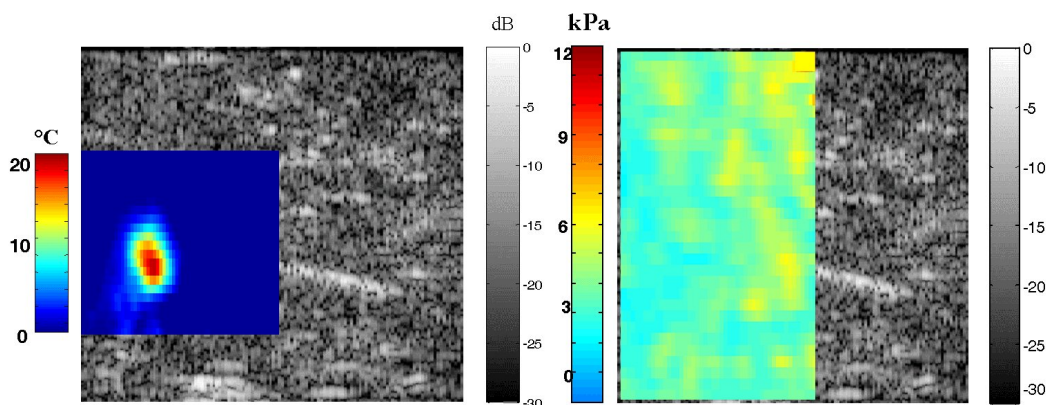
a) Carte d'élévation de température et b) Carte d'élasticité superposées à l'image échographique, obtenue après une séquence de chauffe de 30s.
